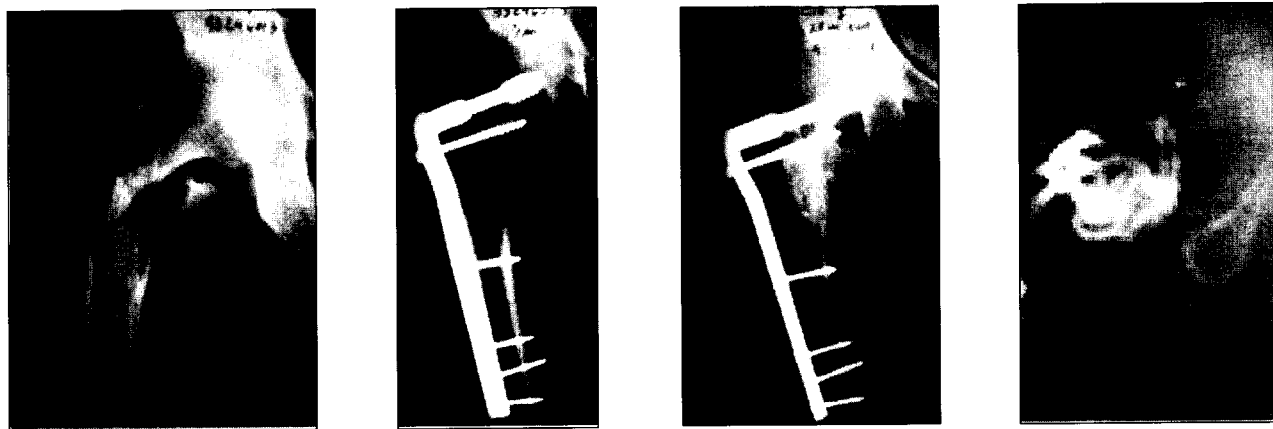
Fractura grado III A, consolidación hacia los 4 meses, evolución a los 28 meses y características del canal femoral bajo TC.
